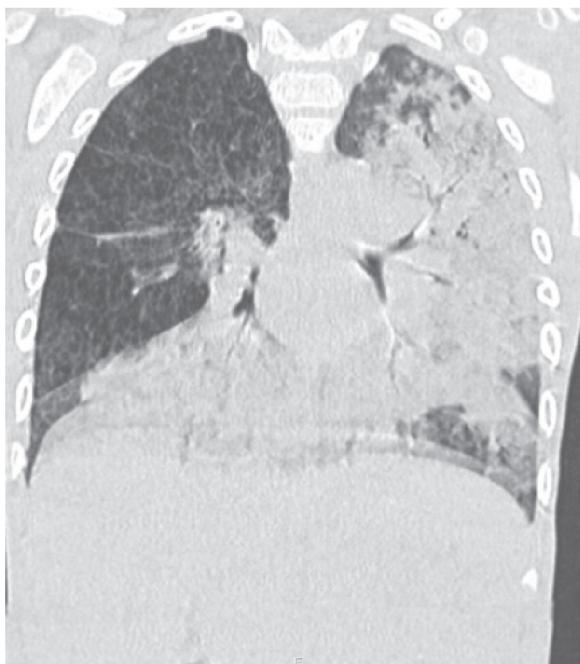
On admission, chest CT shows diffuse lobar consolidations in the dependent portion of both lung fields and 'crazy-paving pattern' in the Rt. upper lobe and Rt. middle lobe.
